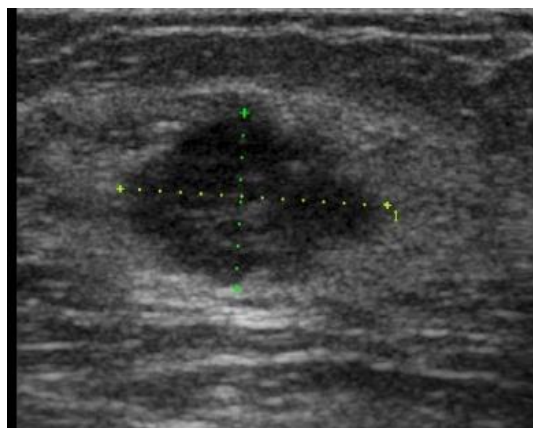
USG de nódulo visto na MMG da fig 1 mostra um nódulo hipoecoico com formato irregular e margens microlobuladas e anguladas.
